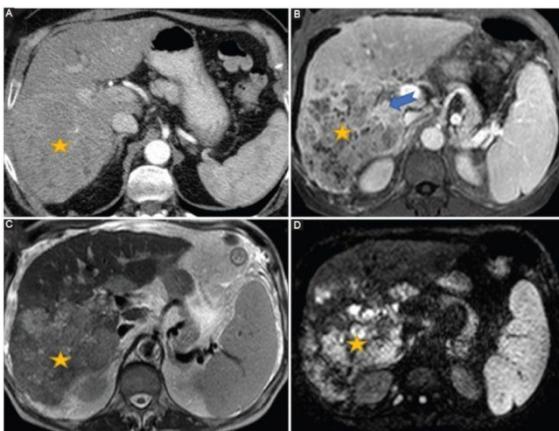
Fases del HCC. (González-Aguirre et al., 2013). HCC difuso que incide en la mayoría del lóbulo derecho de un hombre de 71 años con historial de cirrosis alcohólica y alfa-fetoproteína en suero de 54 ng/ml. Tras la administración de contraste, la Tomografía Computarizada en fase arterial axial presenta un área heterogénea sutil (asterisco) con ligero realce, impactando principalmente los segmentos VI-VII. A y B: En la RM ponderada en T1 durante la etapa venosa portal axial, se percibe un lavado diverso en el mismo segmento y una trombosis en la rama derecha de la porta. C y D: se nota un aumento en la intensidad de la señal en el área afectada por la RM ponderada en T2 axial (C) y por difusión ($b = 500 \text{ s/mm}^2$).
